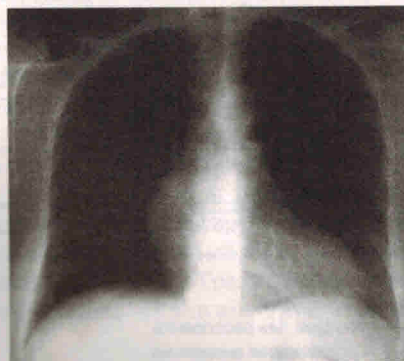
Рентгенограмма грудной клетки (прямая и левая боковая проекции).
